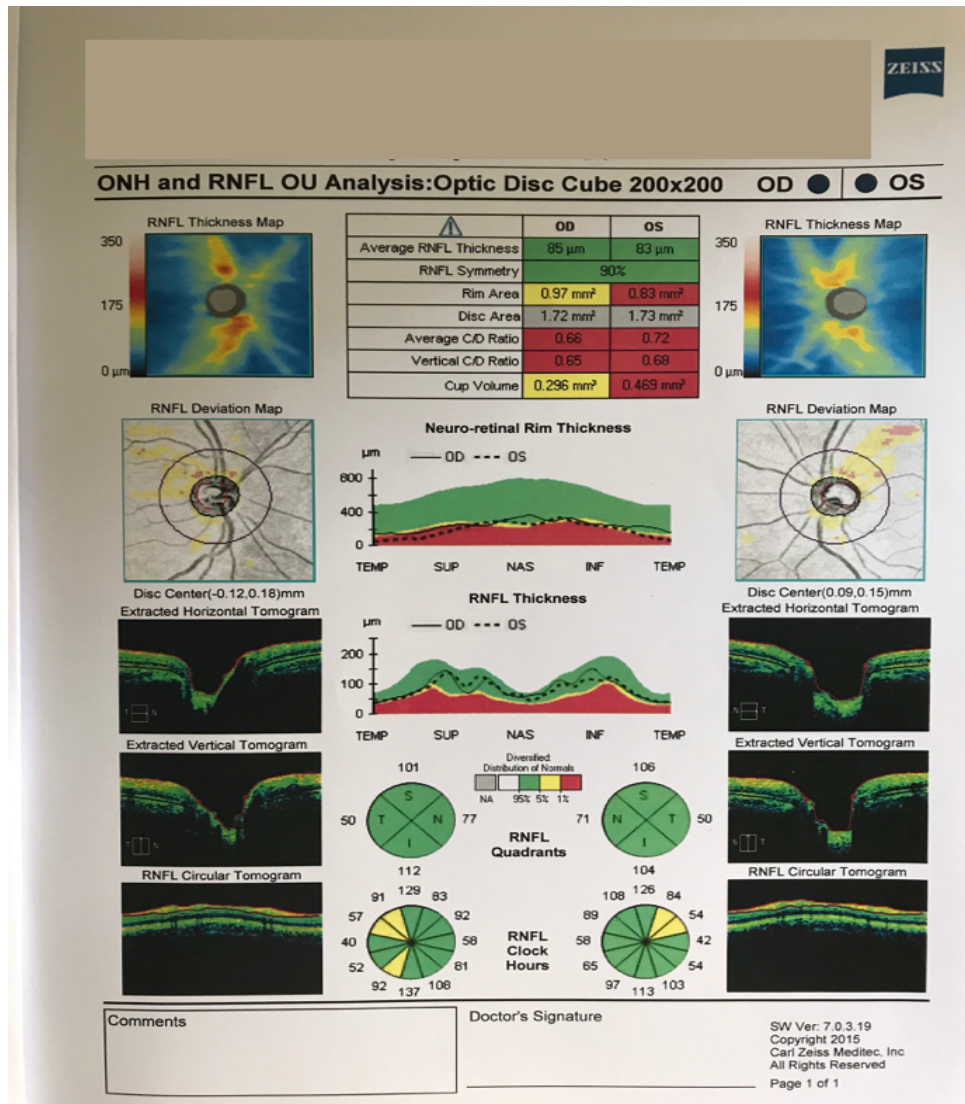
Tomografia de coerência ótica (OCT) fornecida pela paciente após consulta com o oftalmologista.
